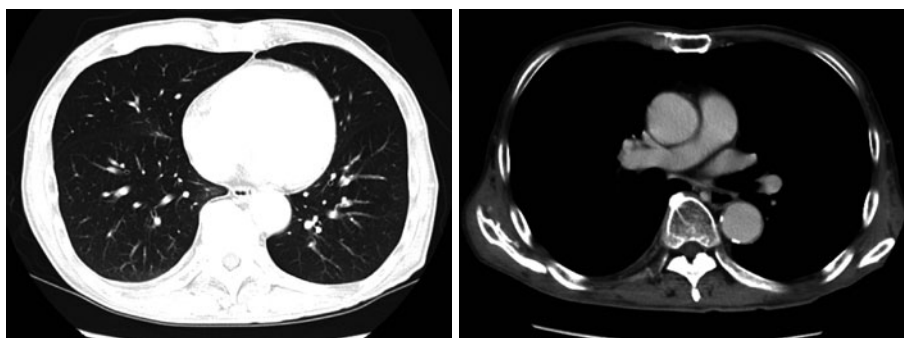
Chest CT scans when he was diagnosed sensory neuropathy and membranous nephropathy. Abnormal finding is not seen.
